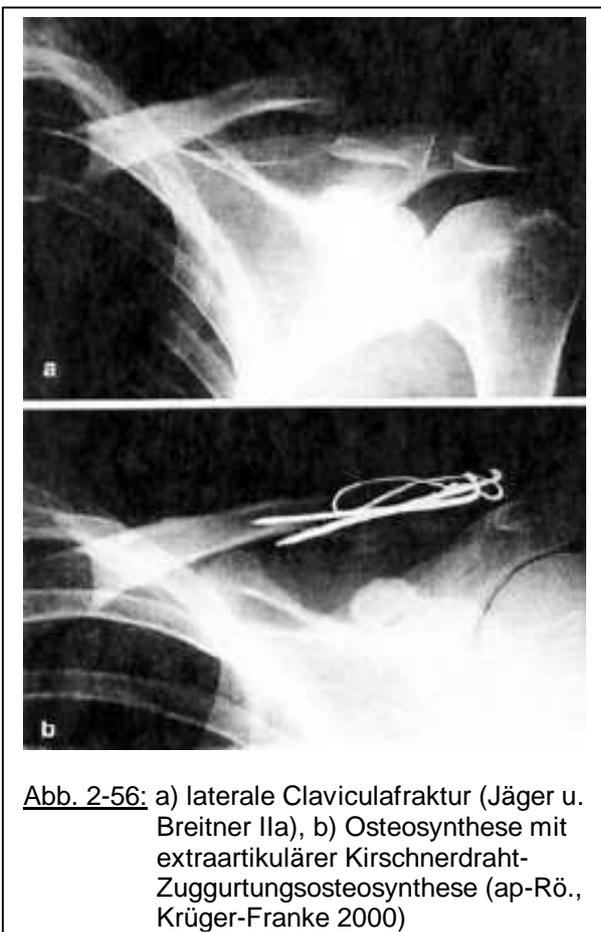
a) laterale Claviculafraktur (Jäger u. Breitner IIa), b) Osteosynthese mit extraartikulärer Kirschnerdraht-Zuggurtungsosteosynthese (ap-Röntgenaufnahme, Krüger-Franke 2000)
